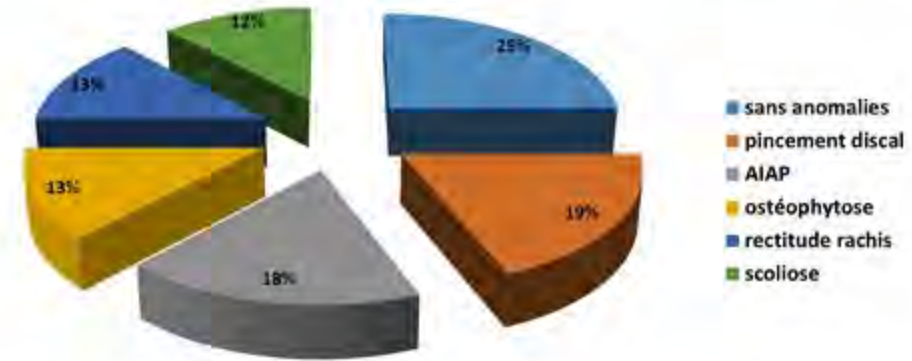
anomalies radiographiques
